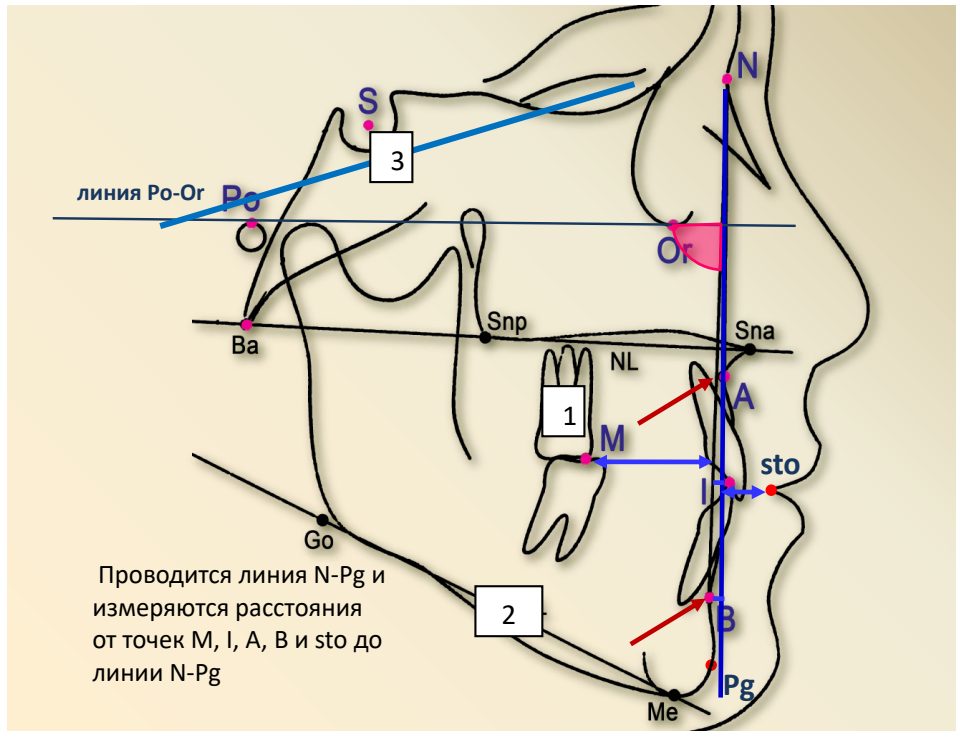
Определение линейных параметров телерентгенограмм головы в боковой проекции у пациентов групп M1 и M2
